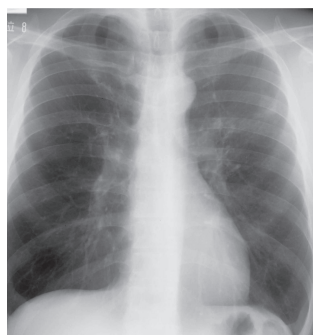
症例 1 48 歳男性の胸部 X 線像と CT 像；2 年 3 ヶ月の内服後も排菌が持続→左上葉切除.
